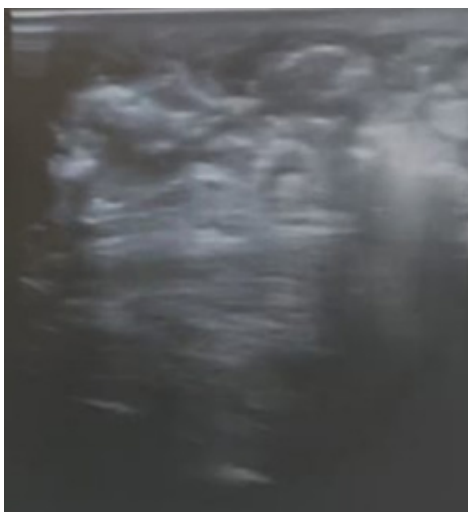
Ecografía doppler venosa de miembro inferior izquierdo: se observan venas perforantes esclerosadas por completo con espuma de Polidocanol al 1% Método Tessari.
